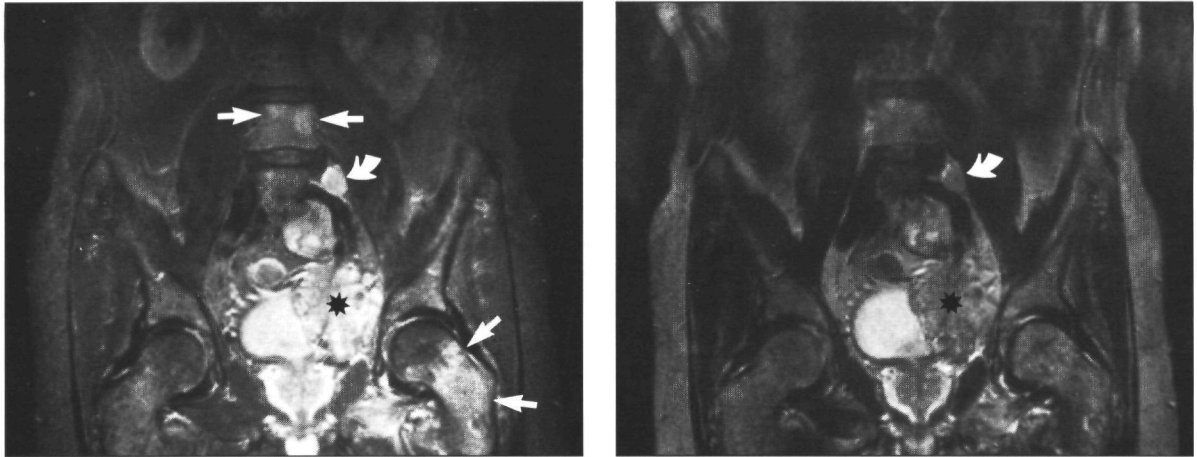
(a) Op de coronale MRI-opnamen gemaakt met de STIR-sequentie (1,5 T; IR/2000/100/30/2) zijn primaire tumor (*), lymfkliermetastase (gebogen pijl) en beenmergmetastasen (pijlen) door de hoge signaalintensiteit duidelijk herkenbaar. (b) Op de SE-sequentie (1,5 T; SE/2000/100/2) is de signaalintensiteit van het tumorweefsel minder hoog en zijn mede door bewegingsartefacten de metastasen in L 4 niet zichtbaar. Let tevens op het verschil in signaalsterkte van het subcutane vet tussen de STIR- en de SE-sequentie.
